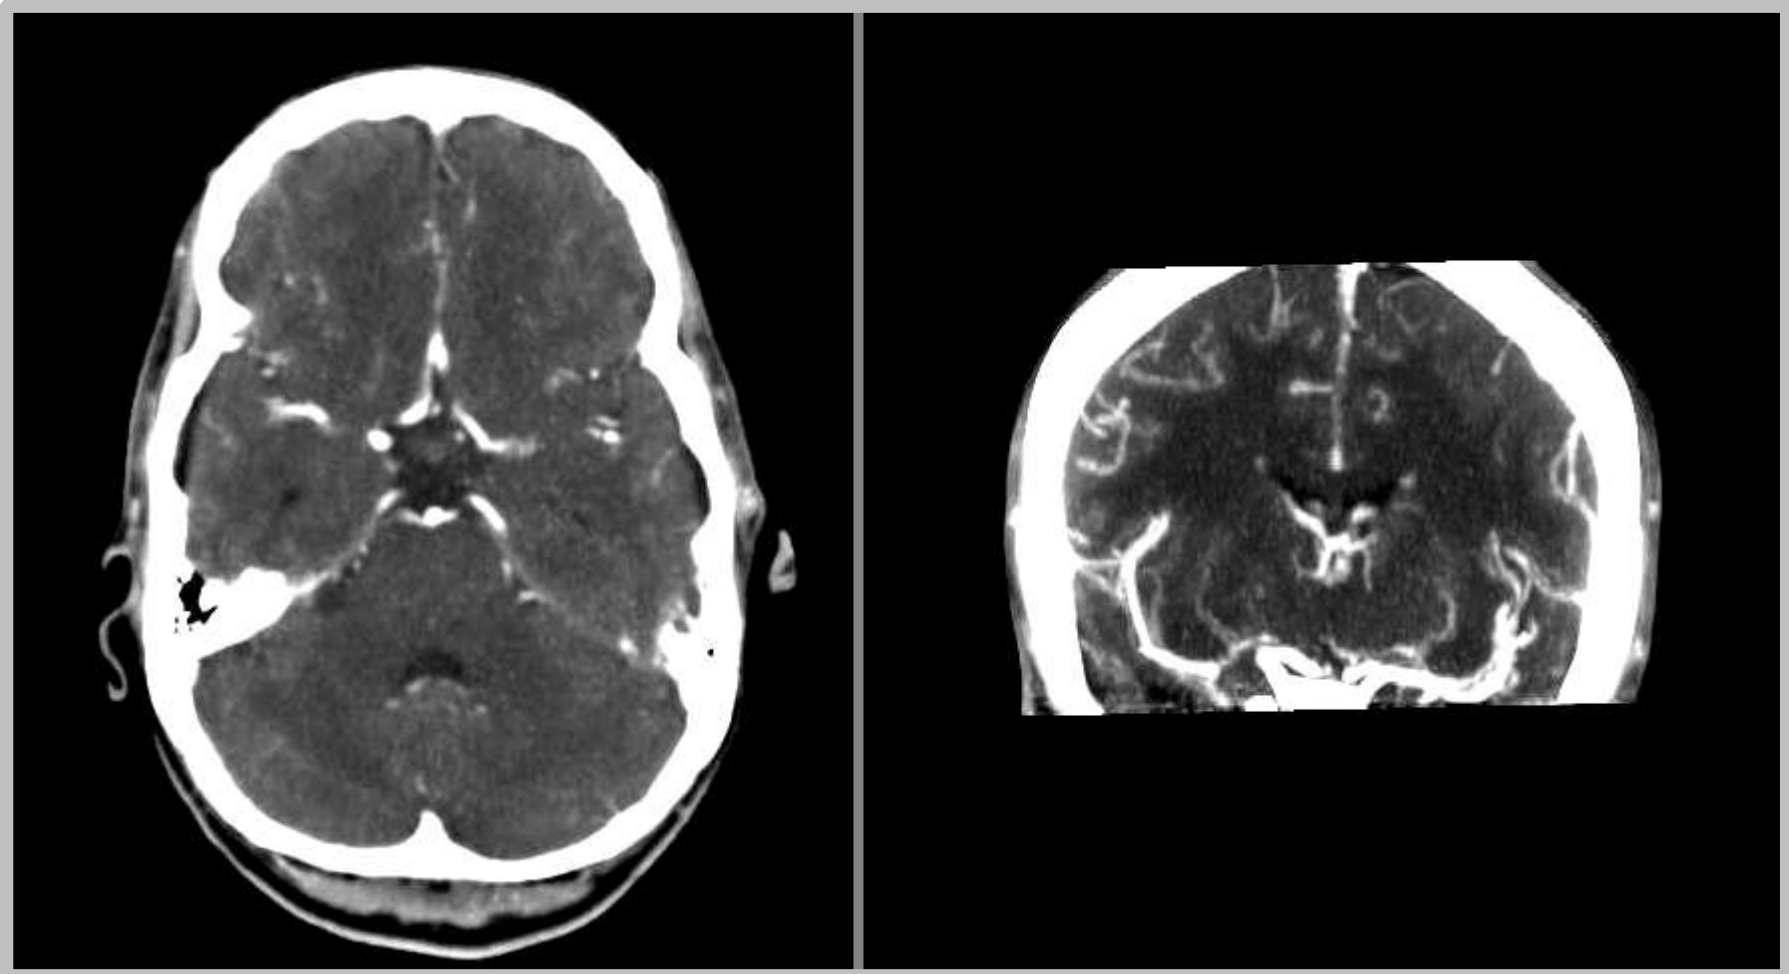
Darstellung des Beurteilungsmonitors am Beispiel der 4D-CTA-Untersuchung (4D-CTA links mit dazugehöriger MIP-Rekonstruktion rechts)
